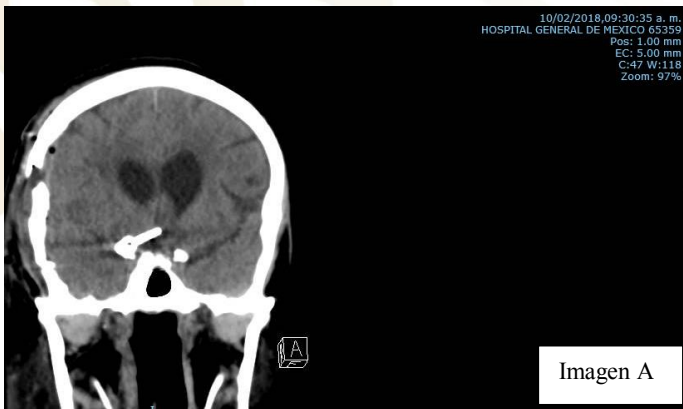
Tomografía simple de craneo donde se observa clip y cambios postquirurgicos. Imagen B. Angiografía con presencia de clip vascular en localizacion de aneurisma en arteria comunicante anterior.
